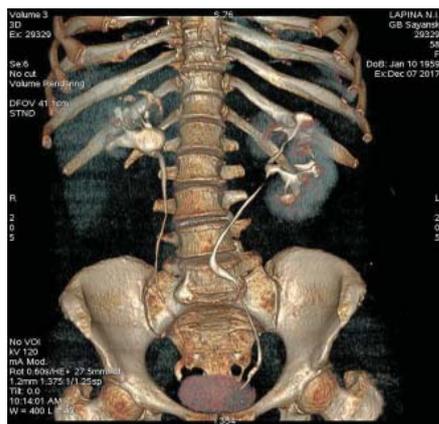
КТ с болюсным усилением, урофаза на 15 минуте. Правая почка уменьшена в размерах, но при этом экскреторная функция обеих почек сохранена.
